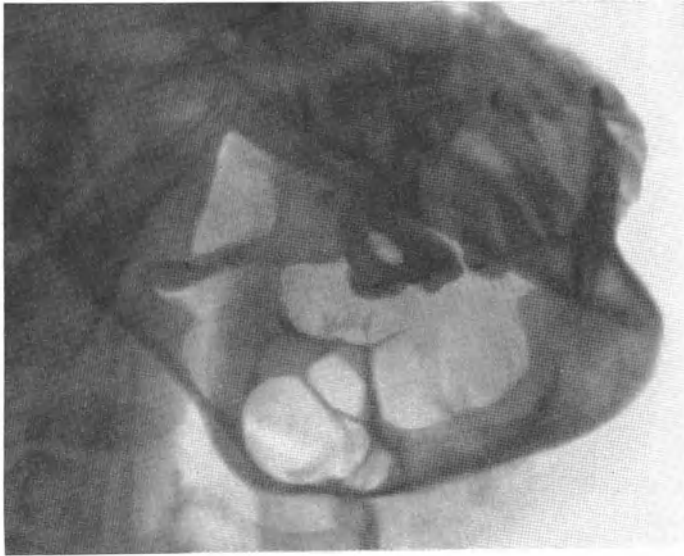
Röntgenbild eines cystischen Adamantinsoms.
